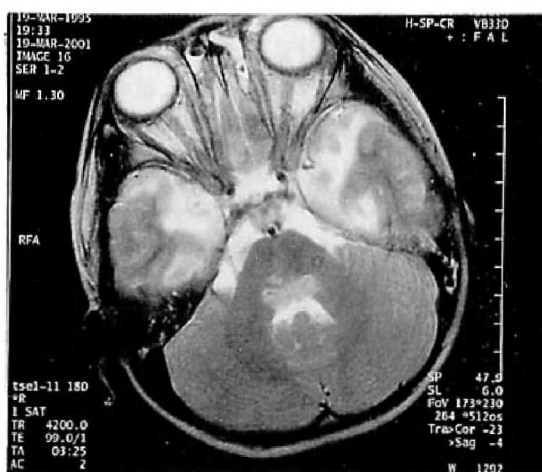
Axial T2-weighted image on the level of the pons reveals high signal intensity lesion involving the tectum and cortex of the both temporal lobes.
